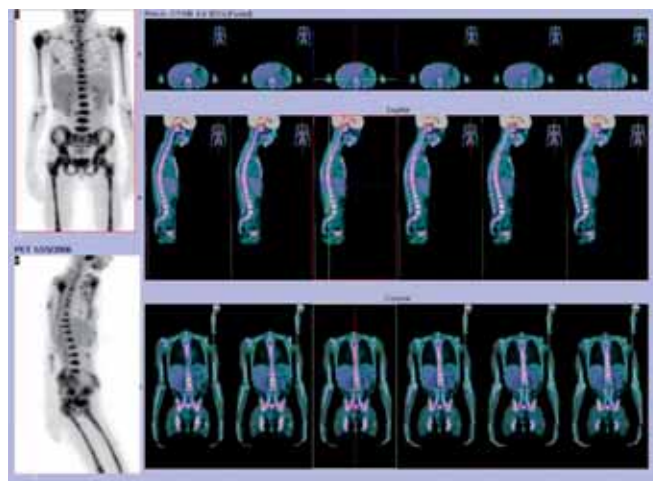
Tomografia de emissão de positrões com 18-fluorodesoxiglucose (18-FDG): hipermetabolismo de 18-FDG de modo difuso e heterogéneo na medula óssea em relação com patologia maligna. Não são evidentes outros focos de hipermetabolismo a nível corporal, que possa sugerir lesão tumoral primitiva.
